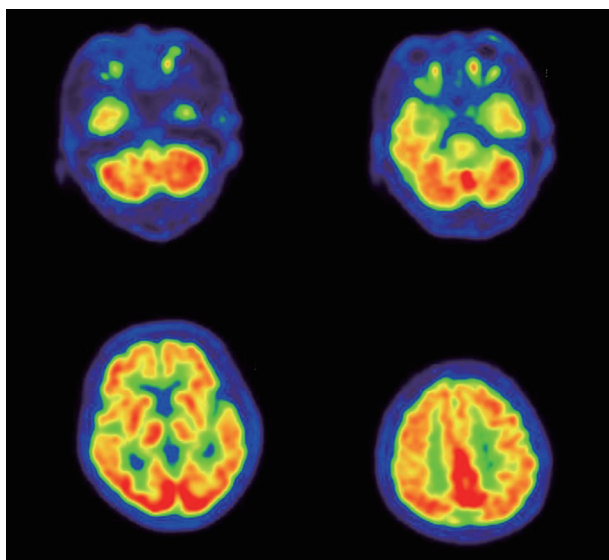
Brain positron emission tomography shows no significant focal metabolic abnormality in the cerebral hemispheres.
